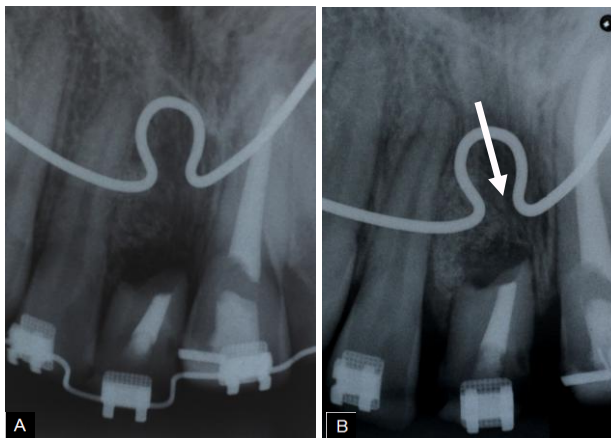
Radiografia periapicais durante a extrusão ortodôntica do dente 11. (A) 30/10/13. Na figura (B) pode-se observar um ganho ósseo significativo na parte apical e na crista óssea alveolar - 07/05/14.
